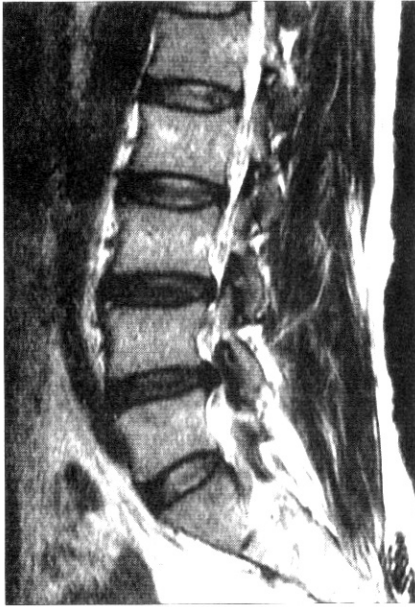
This shows the MRI of herniated lumbar disc.
